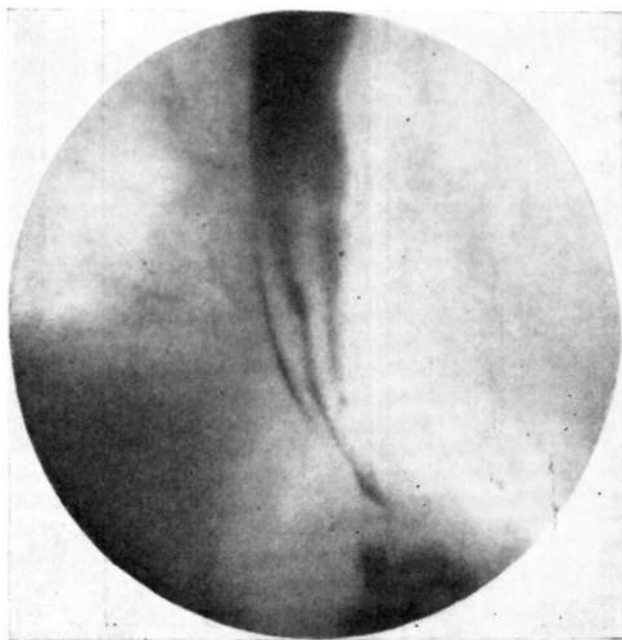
Прицельная рентгенограмма пищевода в правой косо́й проекции. Циркулярное сужение VII—IX сегментов (ТІХ-ХІ), обрыв складок, в зоне сужения складки слизистой оболочки не определяются — скирр.
